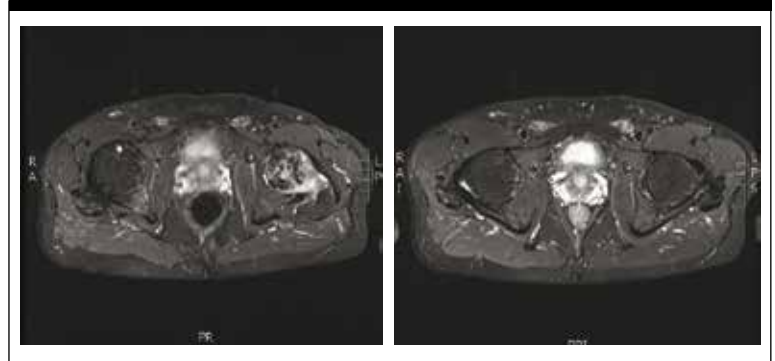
RMN pelvica. A sinistra, sequenza T2-pesata alla diagnosi di osteonecrosi della testa femorale sinistra. A destra, immagine T2-pesata 1 anno dopo lo switch da TDF a TAF.
